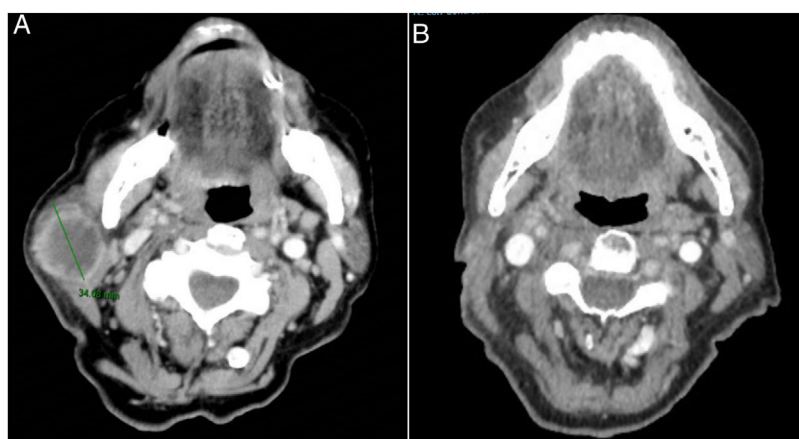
Imagen de tomografía axial computarizada de tumoración mandibular derecha antes (A) y tras 4 ciclos de pembrolizumab (B).
